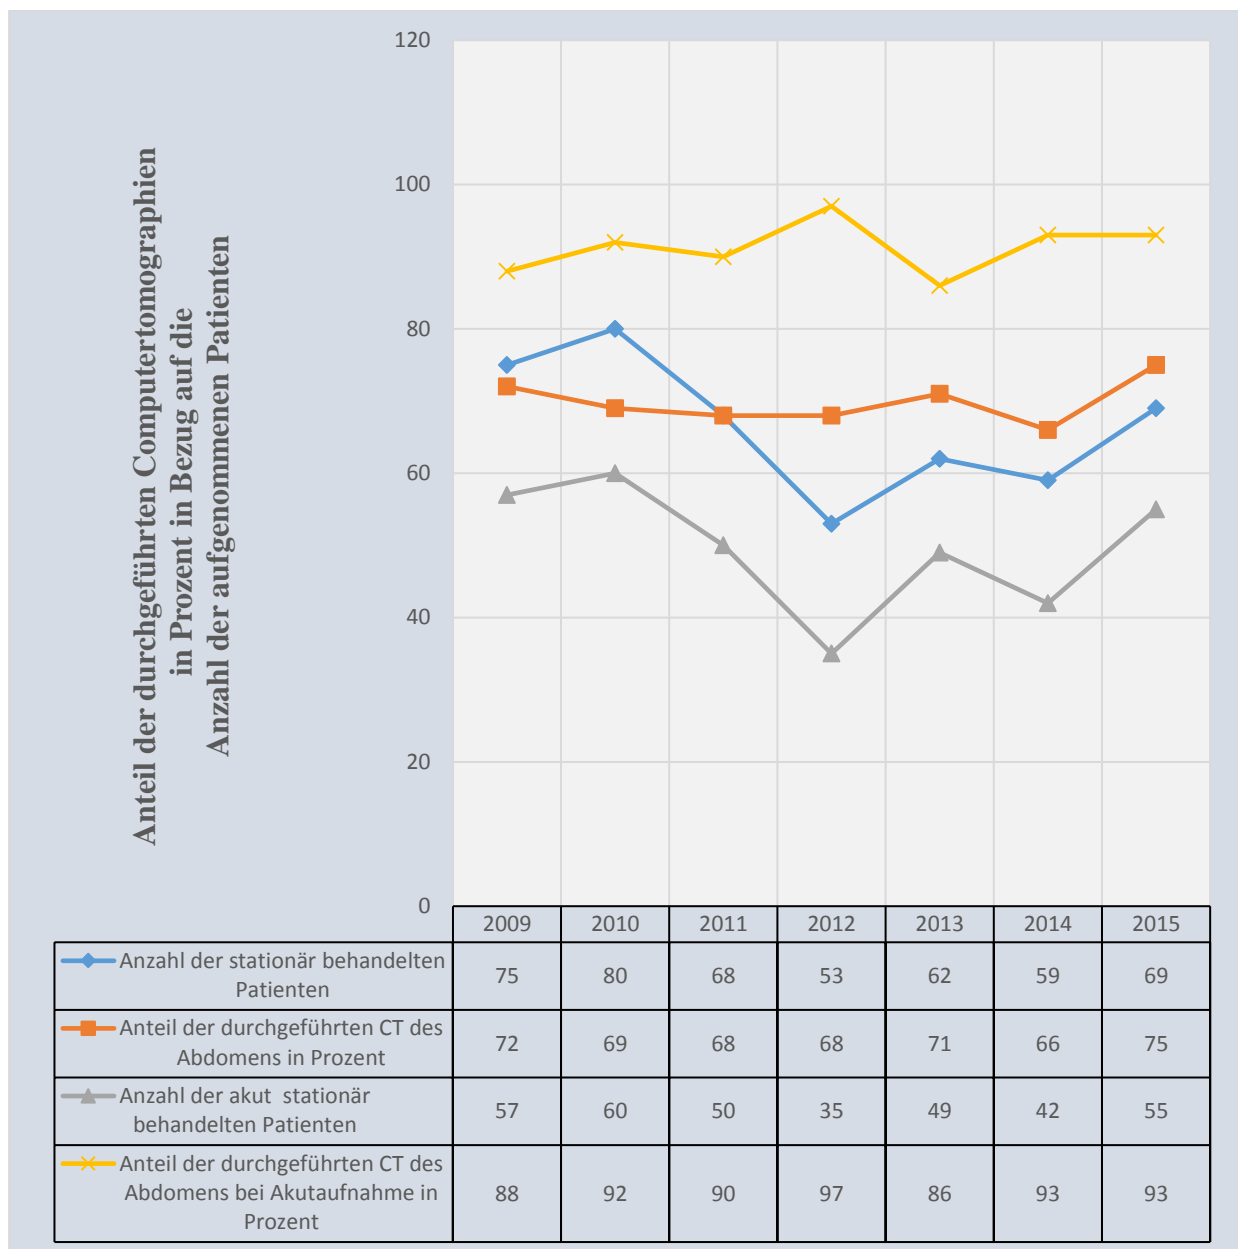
Anteil der erfolgten CT des Abdomens in der Gesamt- und Akutaufnahme
